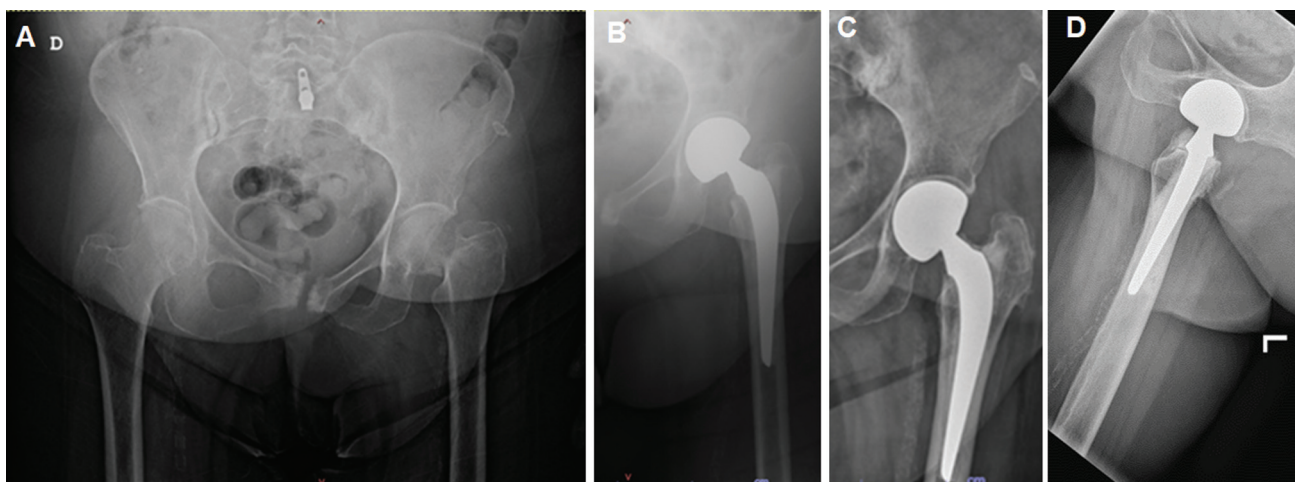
(A) Radiografias pélvicas simples de uma mulher de 82 anos mostrando fratura com luxação do colo do fêmur para a esquerda. (B) Radiografia simples do quadril esquerdo no período pós-operatório imediato mostrando hemiartroroplastia bipolar cimentada. (C, D) Radiografias simples do quadril esquerdo 16 meses após a cirurgia mostrando erosão acetabular. A paciente se queixava de dor na virilha com o movimento e foi tratada de forma conservadora.
